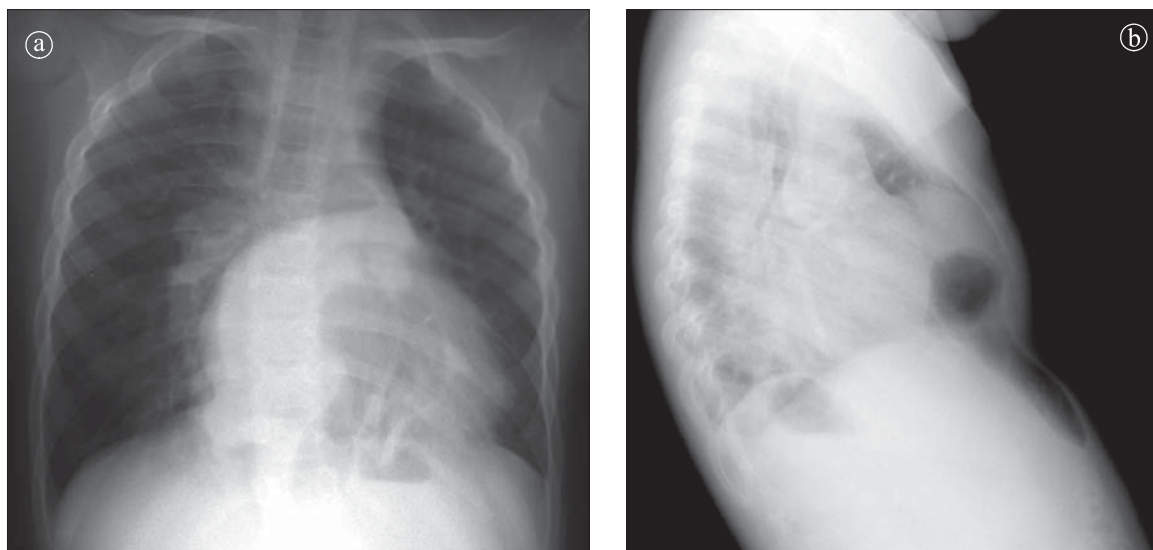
Hernie prin hiatusul Larey. Radiografie toracoabdominală a) PA b) LL.
